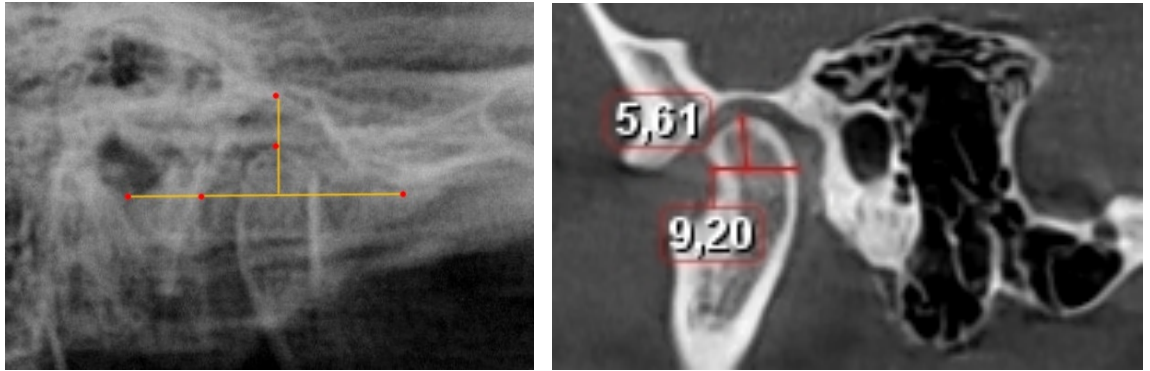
Метод исследования костных элементов ВНЧС на томограммах
